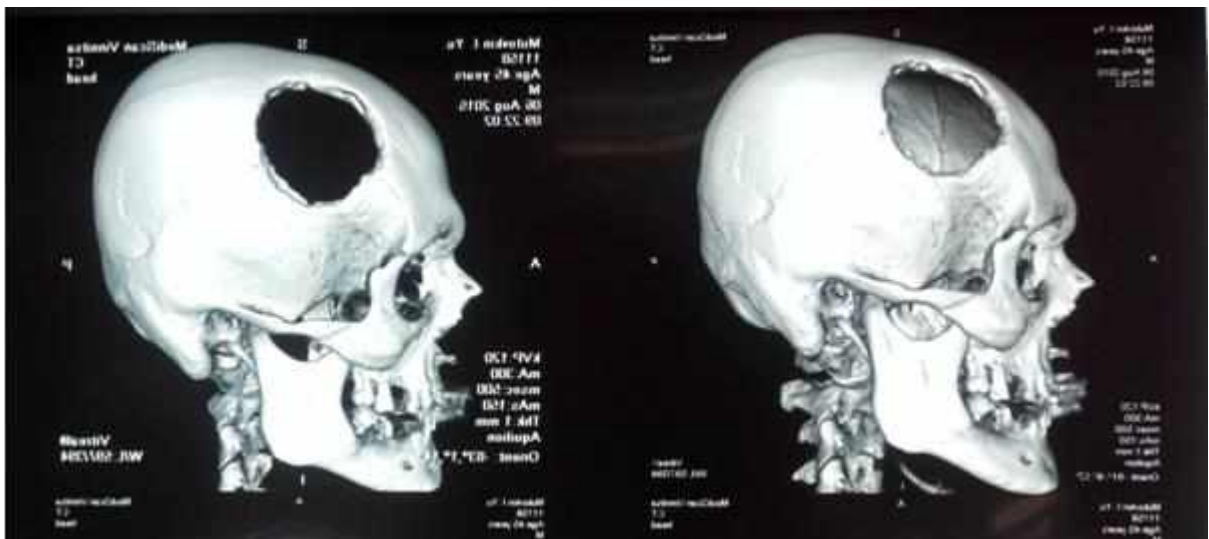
Спостереження № 38. Комп'ютерна 3-D модель хворого М-ін, 42 роки (історія хвороби №1842) за даними КТ.
